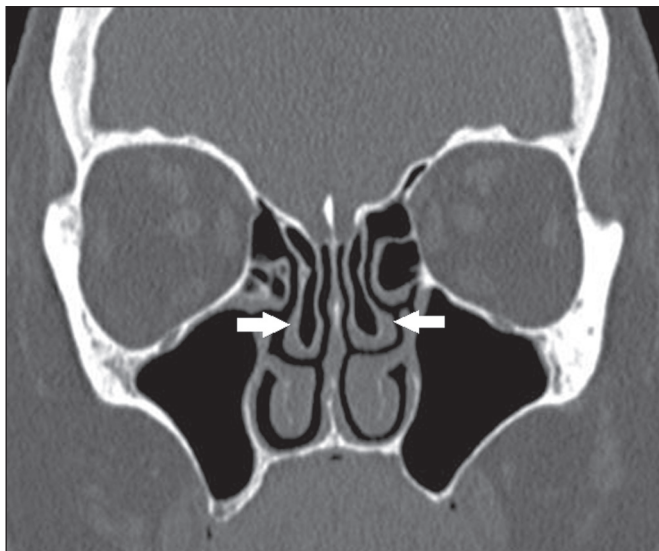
TC, janela óssea, corte coronal, demonstrando a pneumatização das porções lamelar e bulbosa dos cornetos nasais médios (setas).
